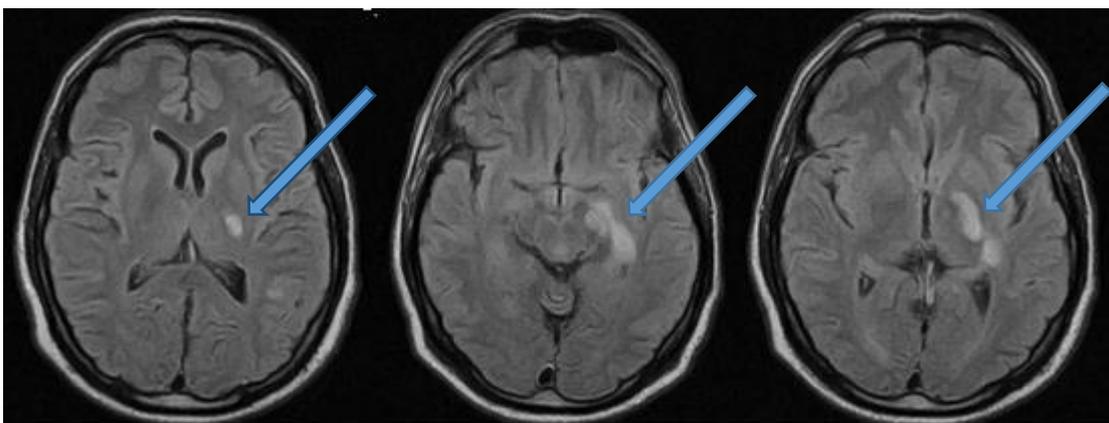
RM de cráneo que muestra área isquémica en territorio de arteria coroidea anterior izquierda.
